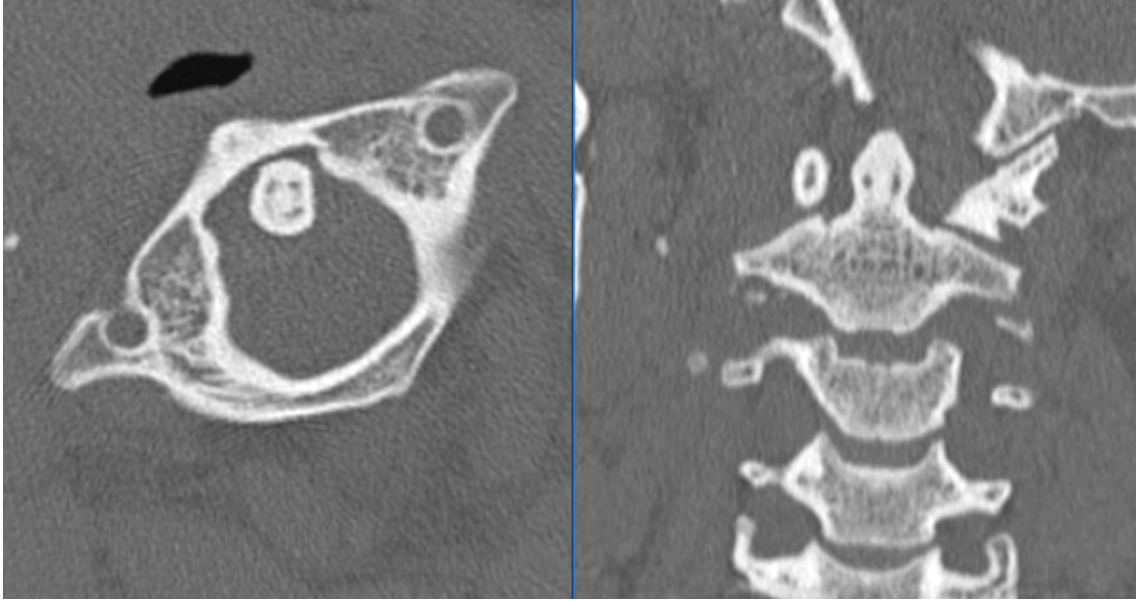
Cortes axial e coronal de Tomografia Computadorizada na admissão. Podemos notar a presença da subluxação rotatória entre C1 e C2, sem que haja translação anterior maior que 3mm. Dessa forma, pela classificação de Fielding e Hawkings, classificamos como tipo 1.
